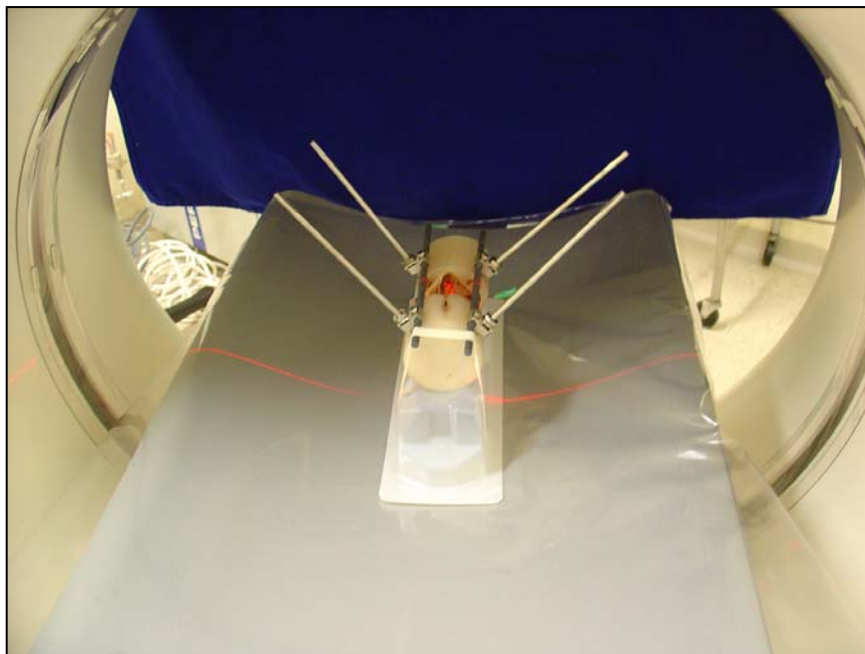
Mostra um modelo posicionado para realização da tomografia computadorizada.
